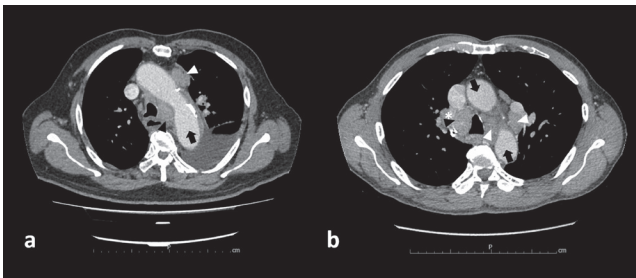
Axial computed tomography images: a, Enlarged discrete mediastinal lymph nodes found at station 4L (black arrowhead), lateral to left lateral border of the trachea and below the upper margin of the aortic arch (black arrow), and station 6 (white arrowhead), anterior to the aortic arch (black arrow); b, Mediastinal infiltration by tumor at left lower paratracheal region to subaortic area (white arrowhead) and an enlarged lymph node at station 4R (black arrowhead), lateral to right lateral border of the trachea, below the intersection of the innominate vein with the trachea, and above the lower border of azygos vein (*).
